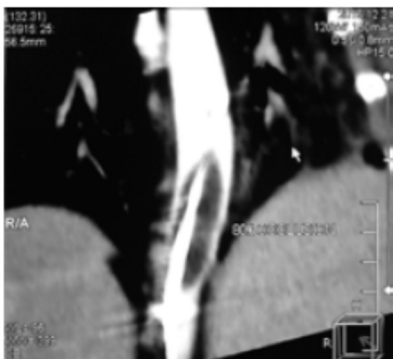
动物 CT 上的 pREBOA (80%)。
